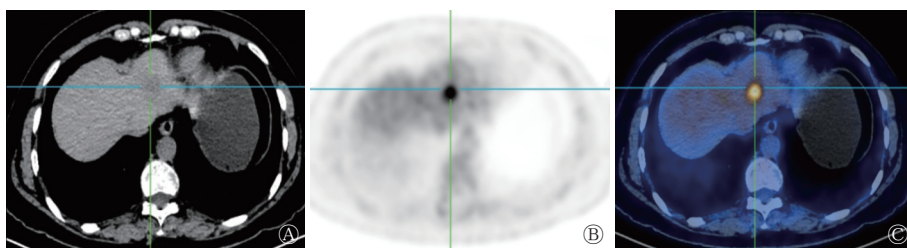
肝反应性淋巴样组织增生患者(女性, 66 岁)的<sup>18</sup>F-FDG PET/CT 显像图 A 为 CT 平扫图, 示肝左外叶 1 个类圆形稍低密度影, 长径为 18 mm, 边界模糊; B、C 分别为 PET、PET/CT 图, 示病灶较周围肝实质<sup>18</sup>F-FDG 摄取明显升高。FDG 为氟脱氧葡萄糖; PET 为正电子发射断层显像术; CT 为计算机断层摄影术
